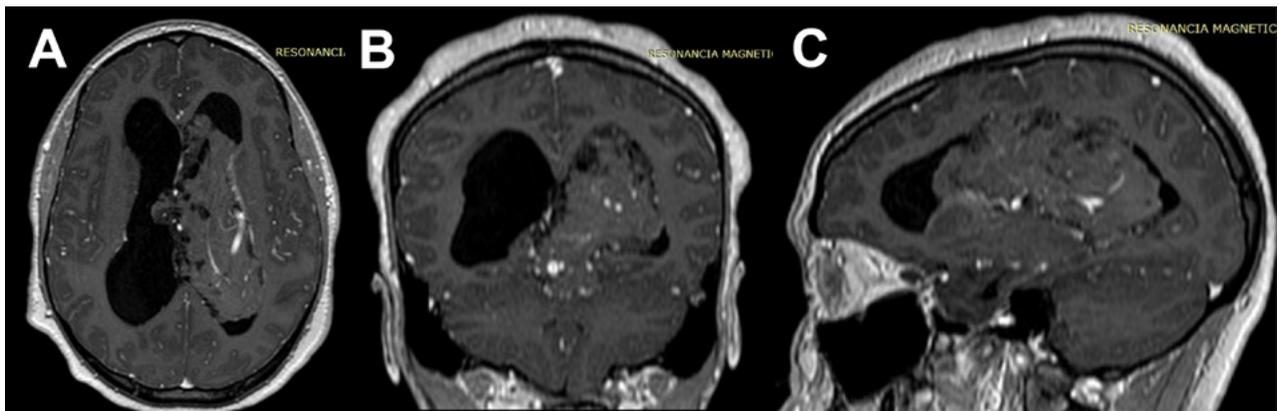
A: RM simple y contrastada en corte axial. B: RM simple y contrastada en corte sagital. C: RM simple y contrastada en corte coronal. Se observa estigmas de craneotomía frontal izquierda, área isointensa a nivel de tercer ventrículo con áreas hipointensas compatibles con líquido cefalorraquídeo, no sangrado agudo en lecho quirúrgico.
